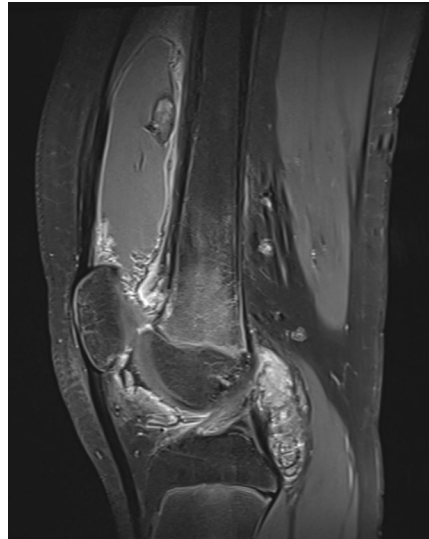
RM de rodilla mostrando derrame articular que distiende la bursa suprapatelar así como engrosamiento difuso de la sinovial. La sinovial presenta intenso realce y groseros depósitos de hemosiderina.
